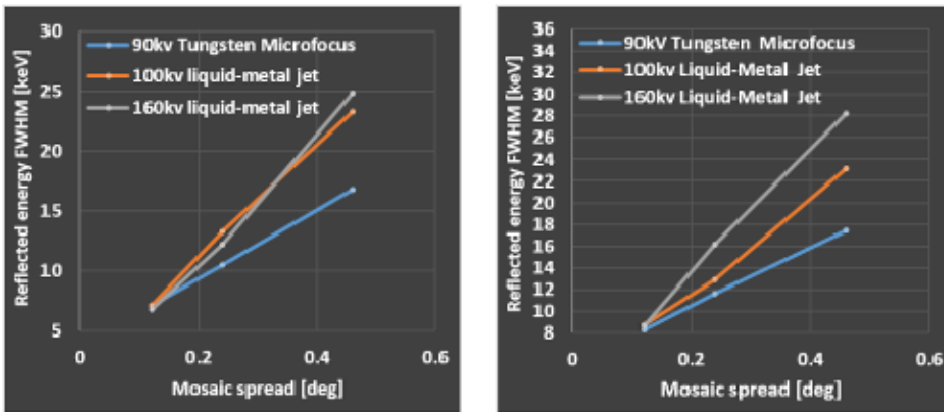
Comparison of monochromatization (reflected energy bandwidth ΔE in keV FWHM) between microfocus x-ray tube and liquid metal jet source for (Left) ellipsoidal and (Right) planar geometry.
